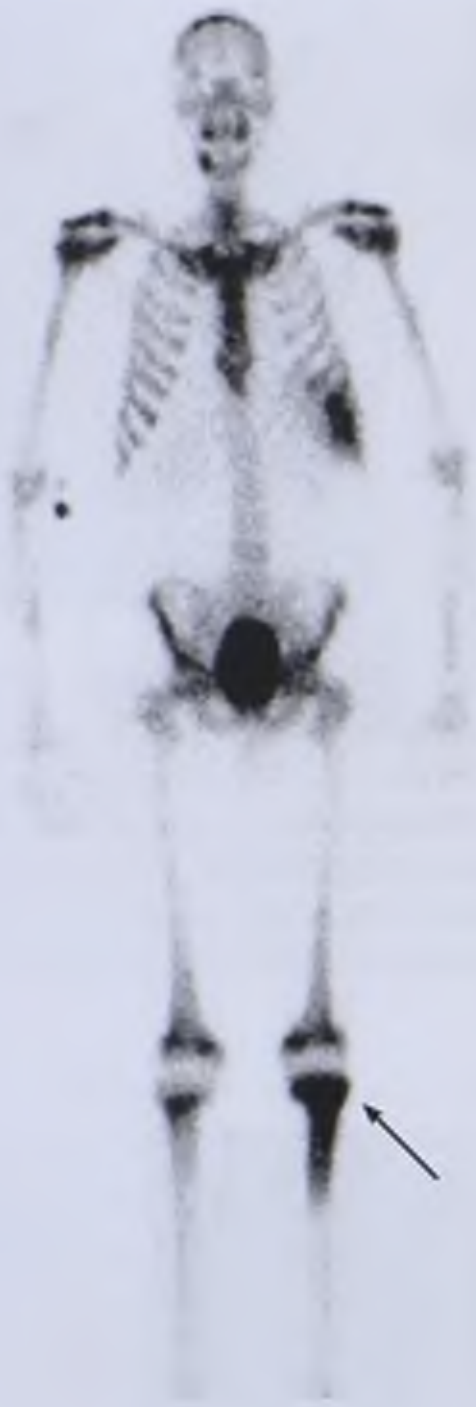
Статическая сцинтиграмма костей скелета. Острый гематогенный остеомиелит в начальной стадии. Очаг повышенного накопления РФП в области проксимального метаэпифиза левой большеберцовой кости (стрелка)
